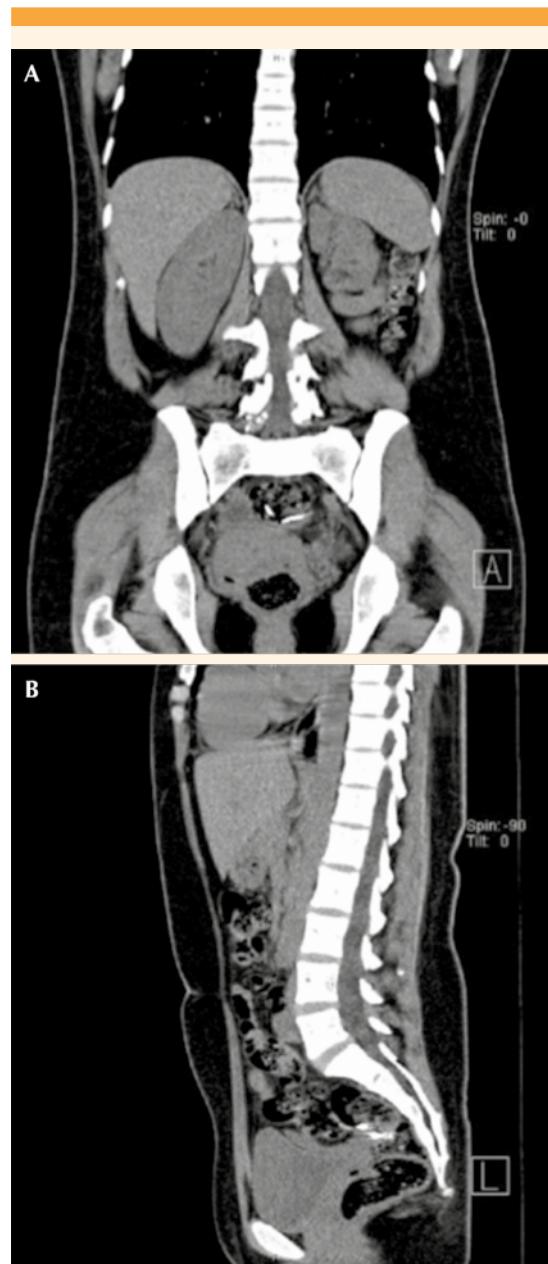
Tomografía computada que muestra el dispositivo intrauterino en la pared del recto. A) Corte coronal; B) corte sagital.
